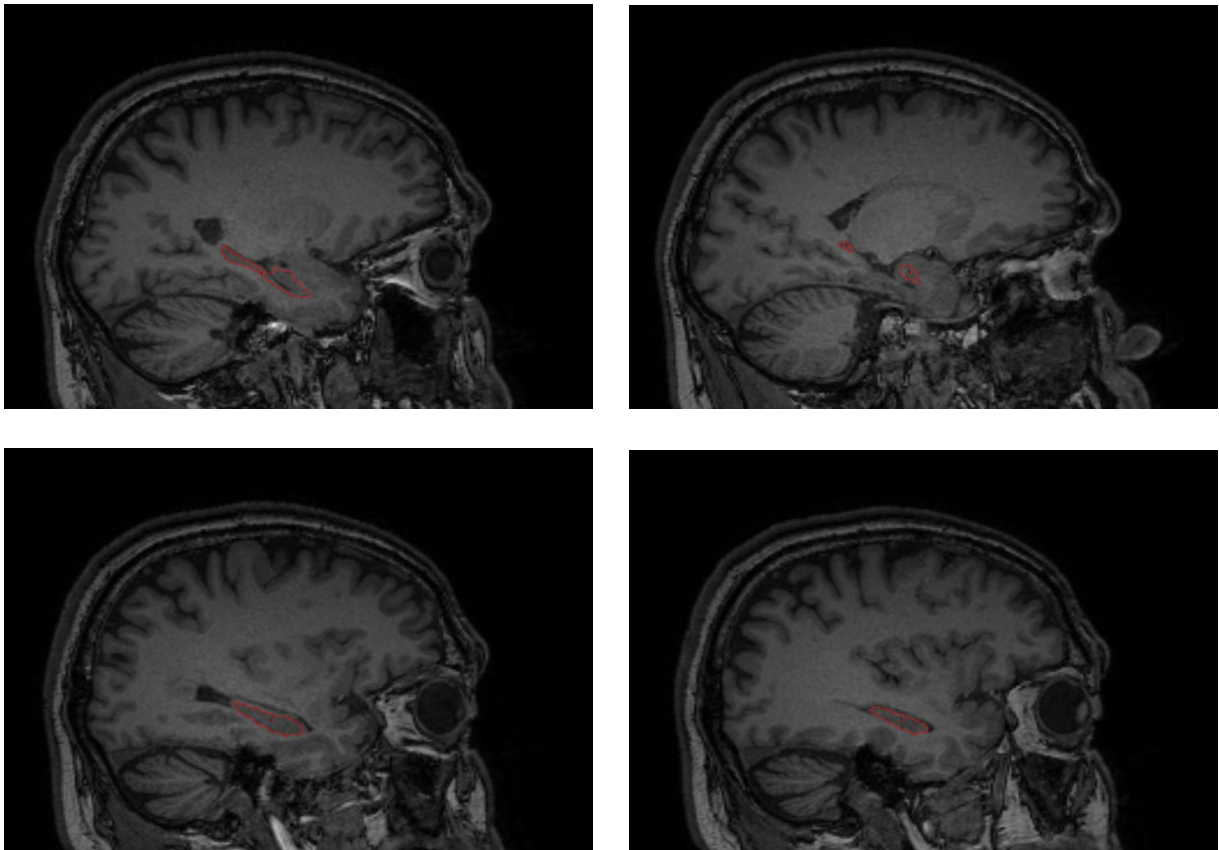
MRT-Bild des Kopfes mit Messung des Hippocampus in sagitalen Schichten. Das Hippocampusvolumen befindet sich jeweils innerhalb der roten/blaune Konturen. Oben links: mittlerer Anschnitt des Hipocampus. Posterior liegt der laterale Ventrikel. Anterior trennt der Alveus den Hippocampus von der Amygdala. Inferior grenzt der Uncus an den Hippocampus. Der Hippocampus beginnt sich in zwei Teile zu spalten, zwischen den zwei Teilen des Hippocampus sieht man die thalamic Nuclei. Oben rechts: ein lateraler Anschnitt des Hippocampus, zwei Teile die durch die thalamic Nuclei getrennt sind. Unten rechts und links: mediale Anschnitte des Hippocampus, Grenzen posterior durch den lateralen Ventrikel, inferior durch den Uncus.
